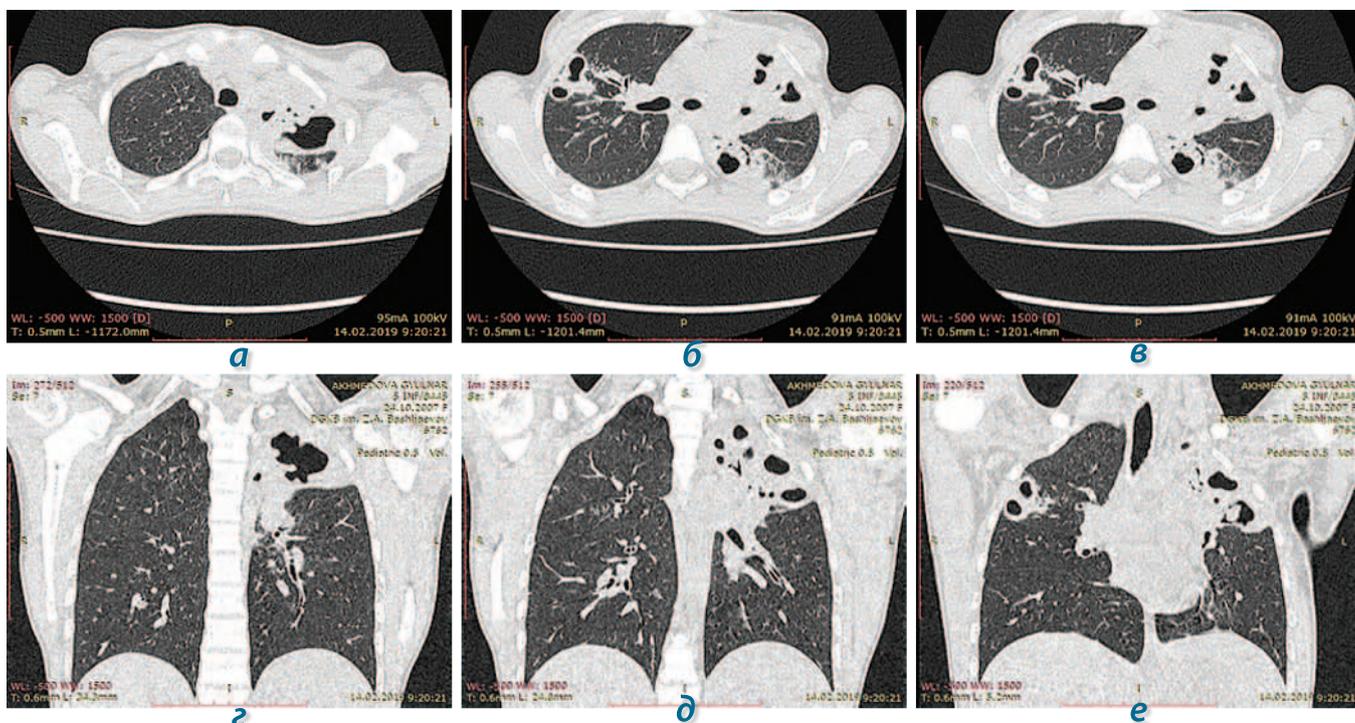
КТ органов грудной клетки пациентки А. от 14.02.2019 г. (в момент установления диагноза туберкулеза); описание в тексте
